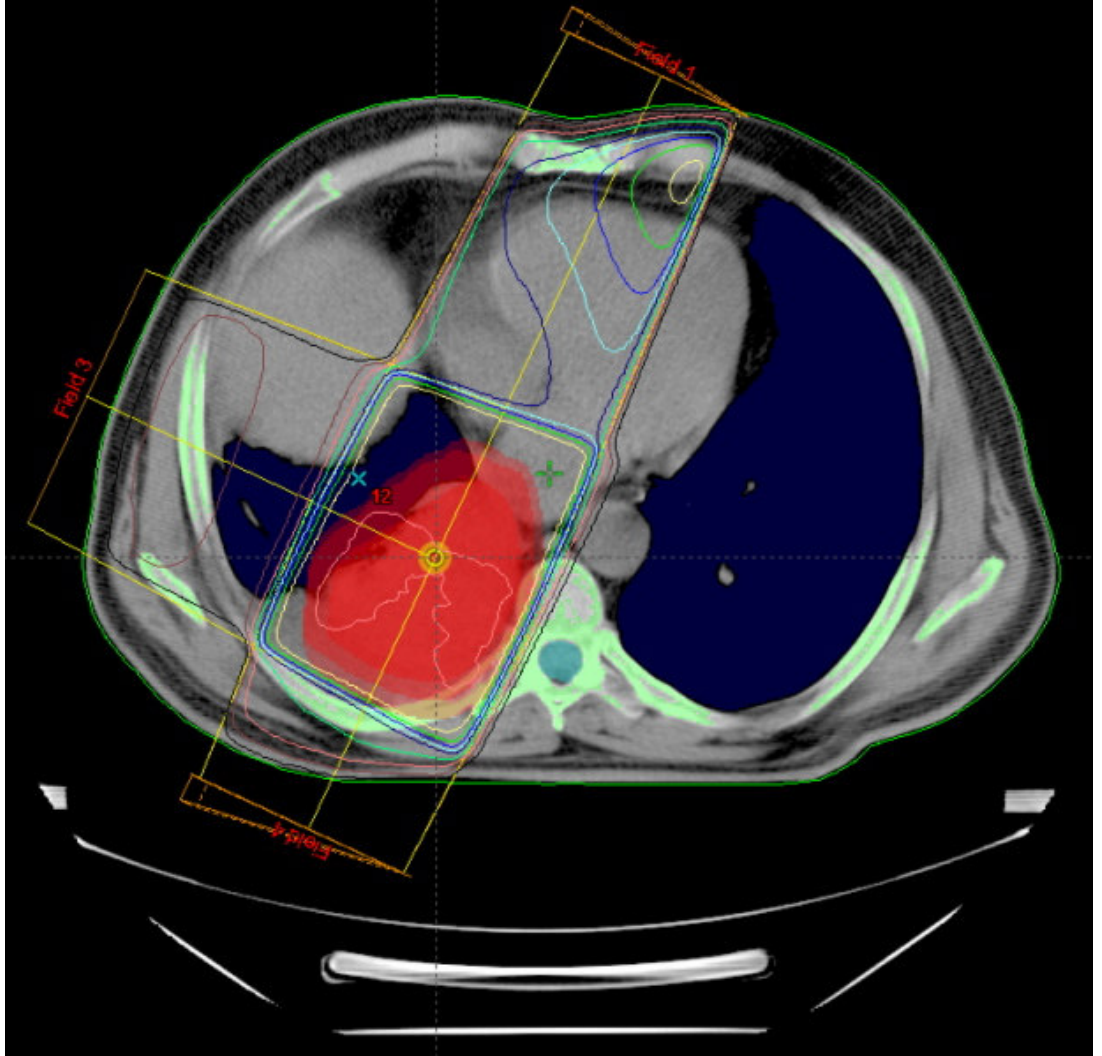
BT Görüntüleri Kullanılarak Yapılan Radyoterapi Planlaması (Hasta 3)
